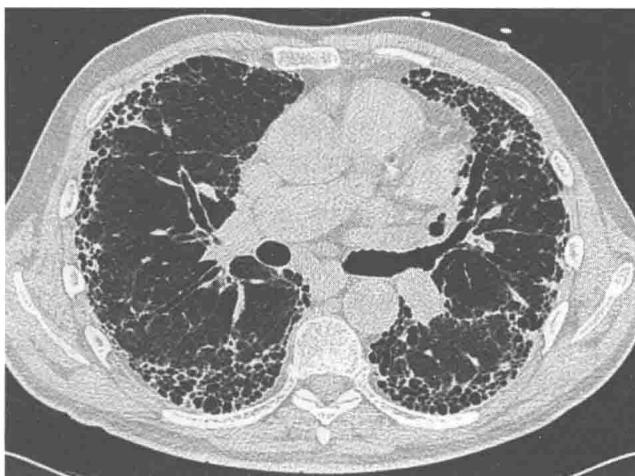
胸部 CT:可见双下肺广泛网格状阴影及蜂窝改变,以胸膜下分布显著,伴牵拉性支气管扩张
